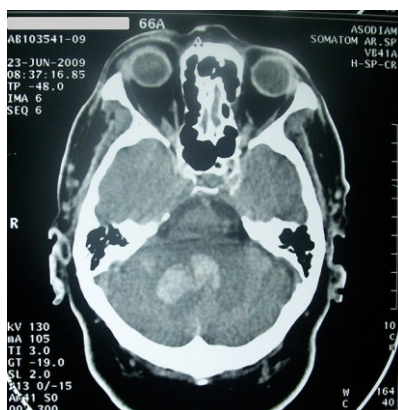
TAC do crânio [9]
